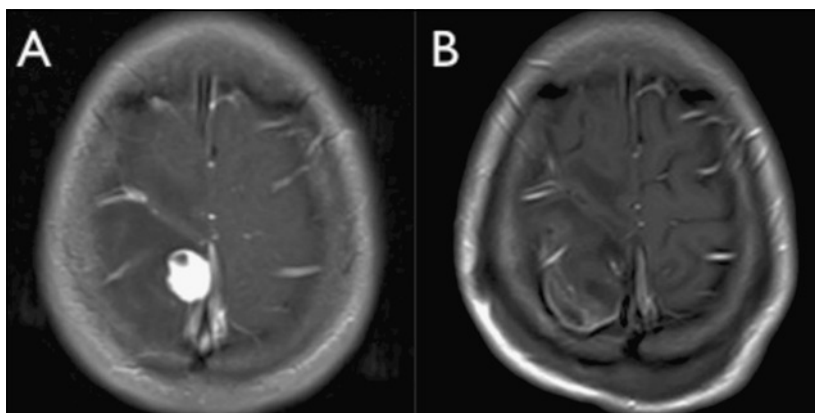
Caso 1, Resonancia magnética secuencia T1 con gadolinio: A) Se observa lesión nodular, bien vascularizada, ubicada en corteza de región frontoparietal derecha, B) Imagen post operatoria en la que se observa resección completa de la lesión.
